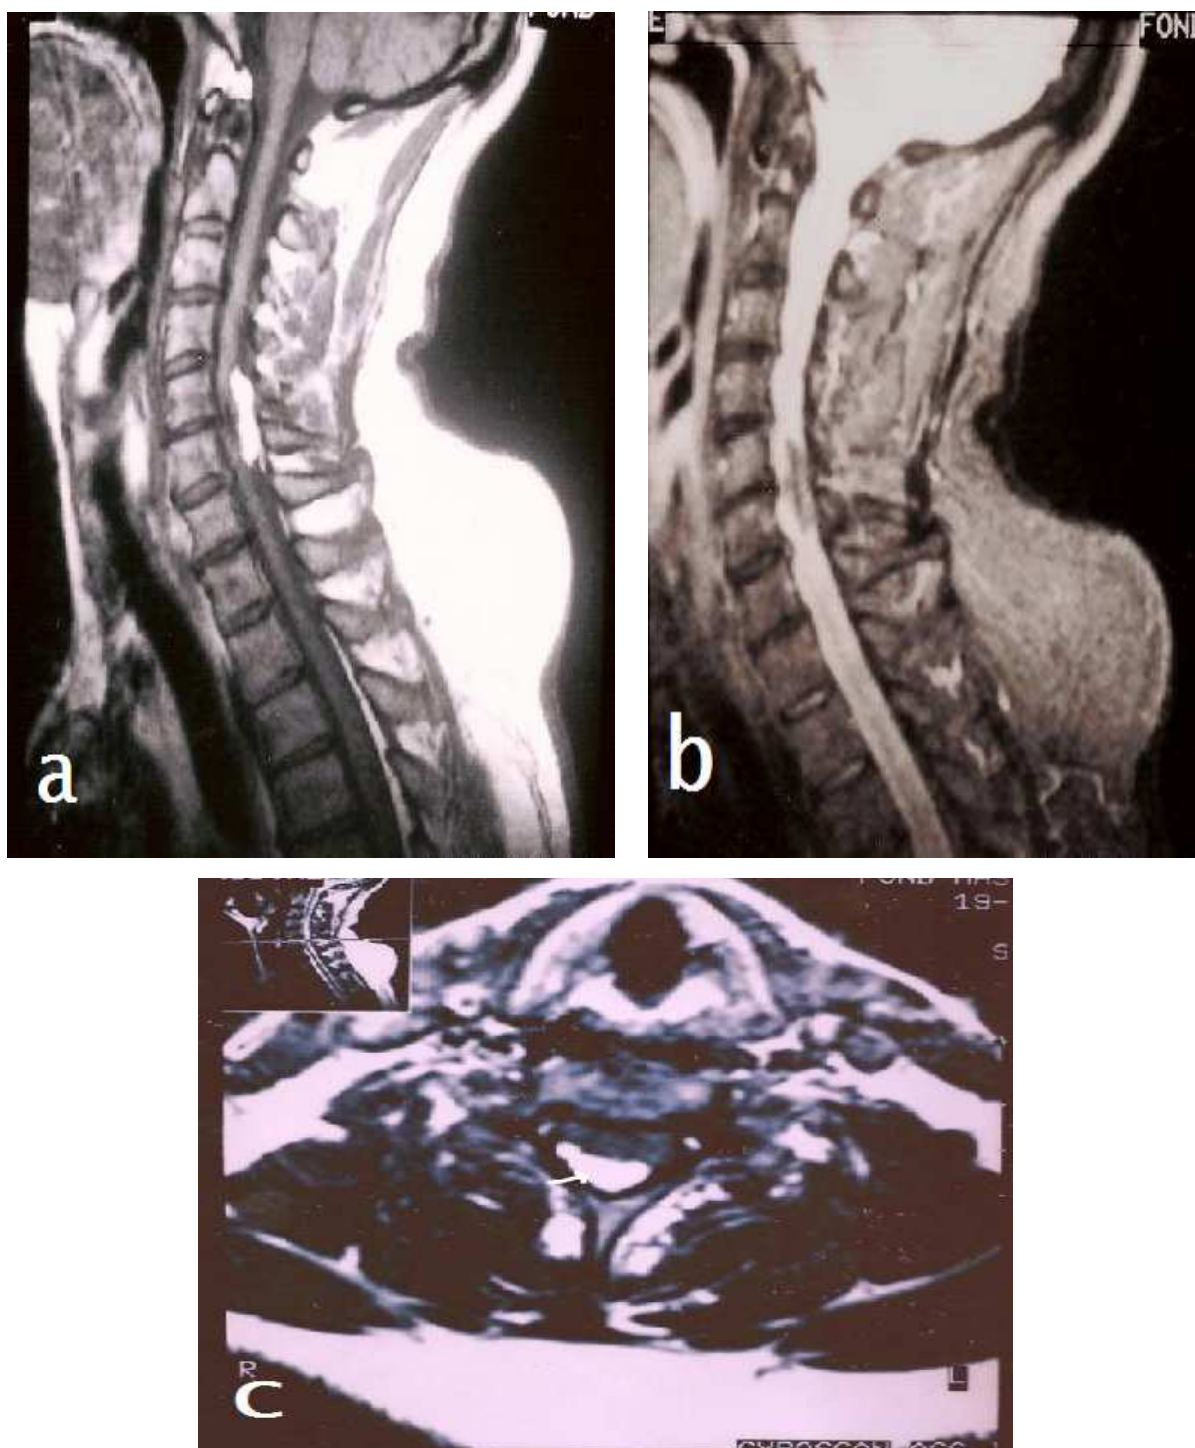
IRM rachidienne en coupe sagittale et en pondération T1 sans injection de gadolinium (a), en coupe sagittale et en pondération T2 avec saturation de la graisse (b) et en coupe axiale et en pondération T2 (c) montrant un lipome intramédullaire en regard de C6-C7.
